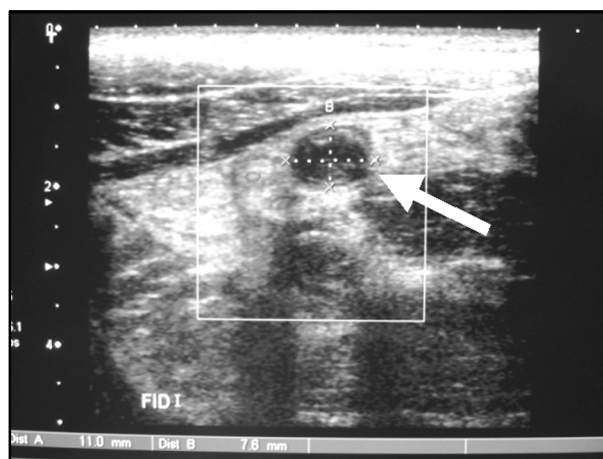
Ecotomografía caso 2, corte transversal del apéndice cecal mostrando diámetros de 11 y 7,6 mm (flecha).
